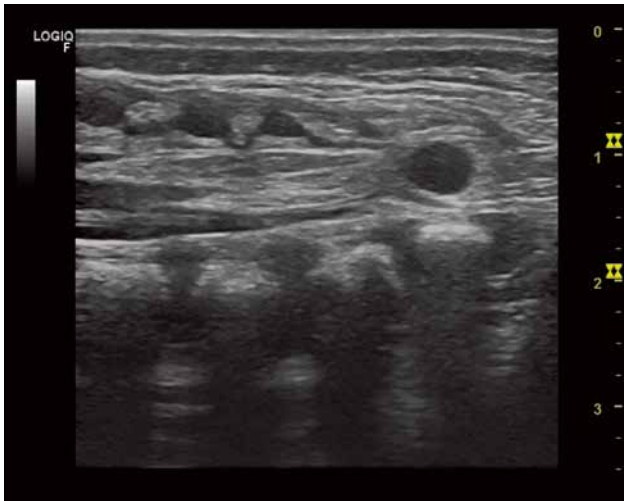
(ecografía). Tumoración quística en región glútea izquierda que se comunica con el saco tecal y cono medular
